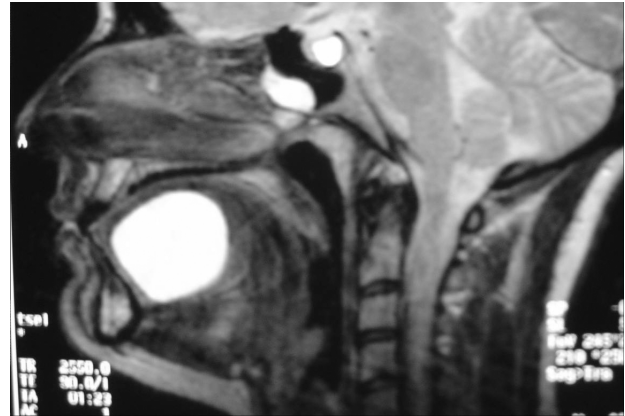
RMN proiezione sagittale che evidenzia il contenuto fluido della cisti e la sua esatta localizzazione.
